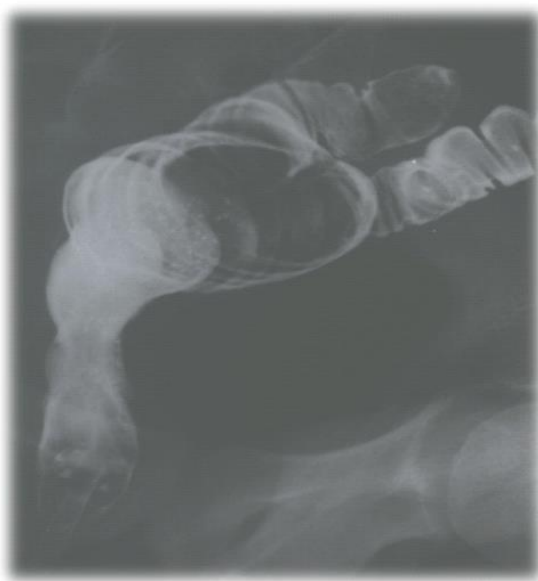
Рентгенограмма. Пациентка С., 21 год, и/б 231- 07 г. Тонкокишечный резервуар и сохраненная части прямой кишки. 4 недели после операции.
